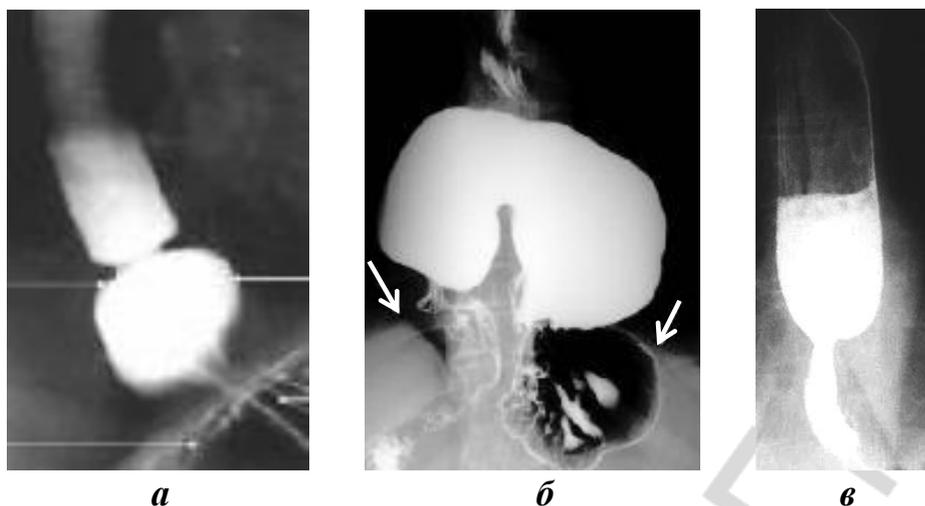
Рентгенконтрастное исследование пищевода при грыже пищеводного отверстия диафрагмы:
